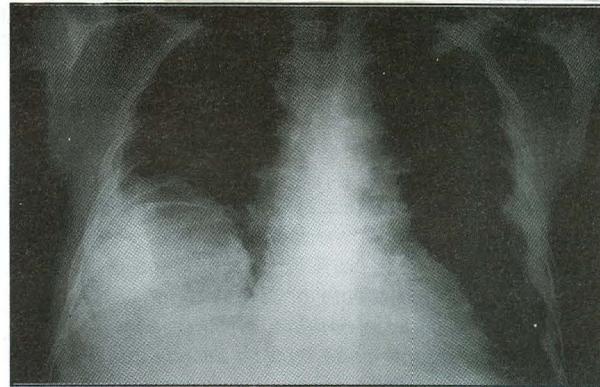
Radiografía del tórax que muestra lesión basal derecha de contorno interno bien definido y escasos infiltrados en parches.
